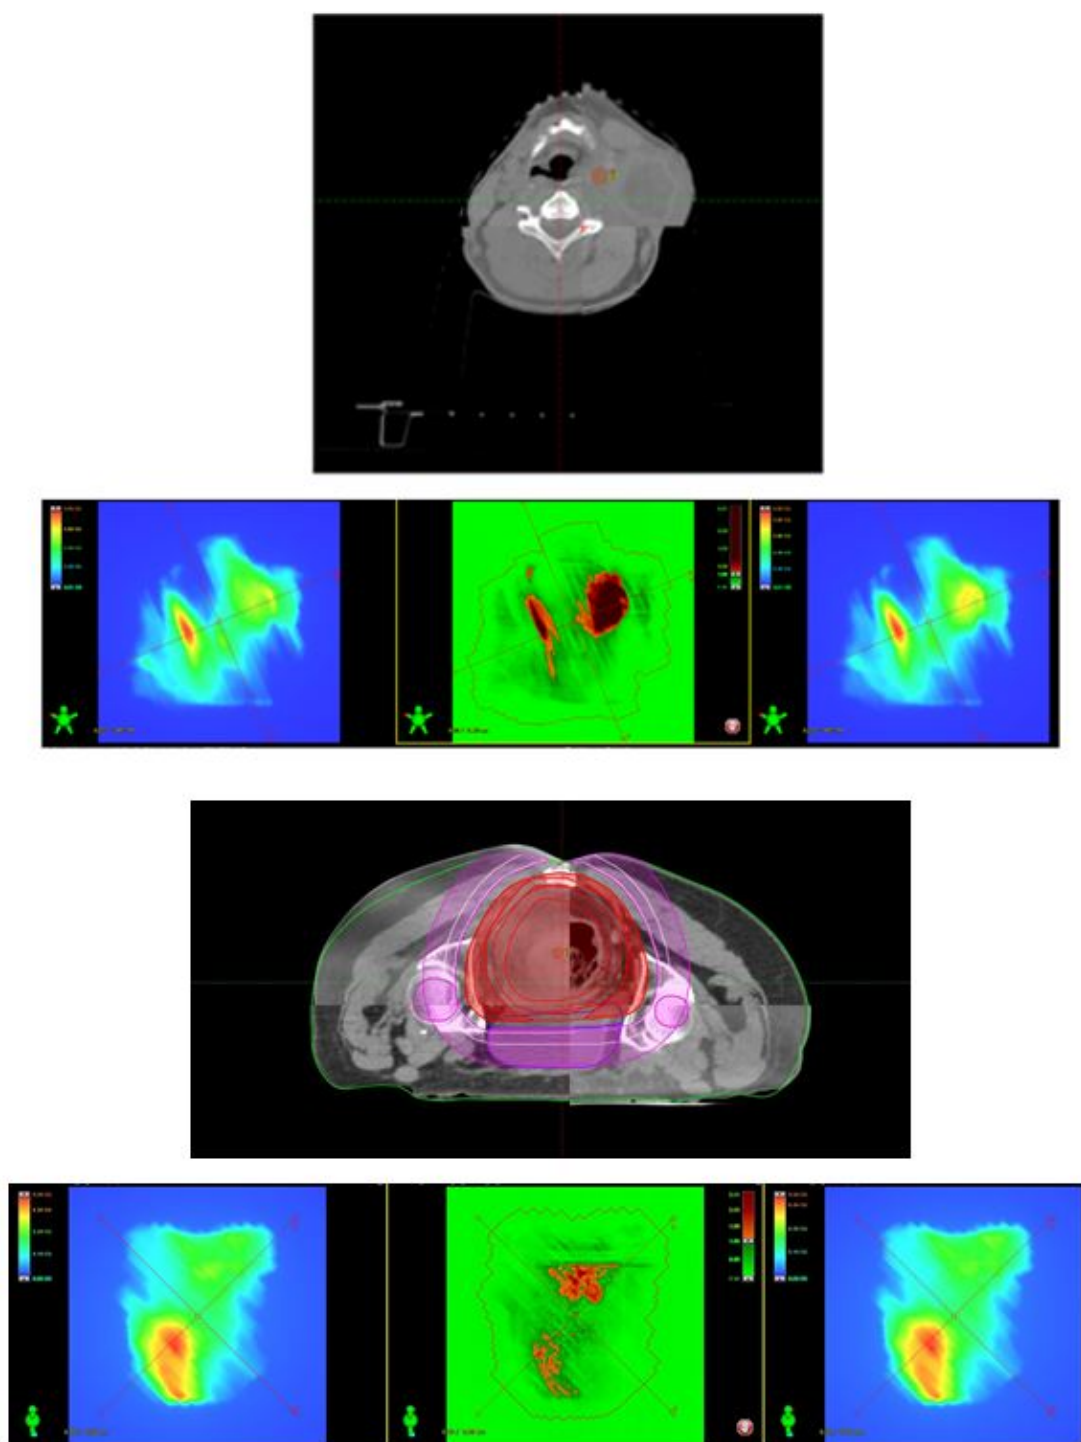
Diferencias encontradas en pacientes entre el CBCT y el CT de simulación
